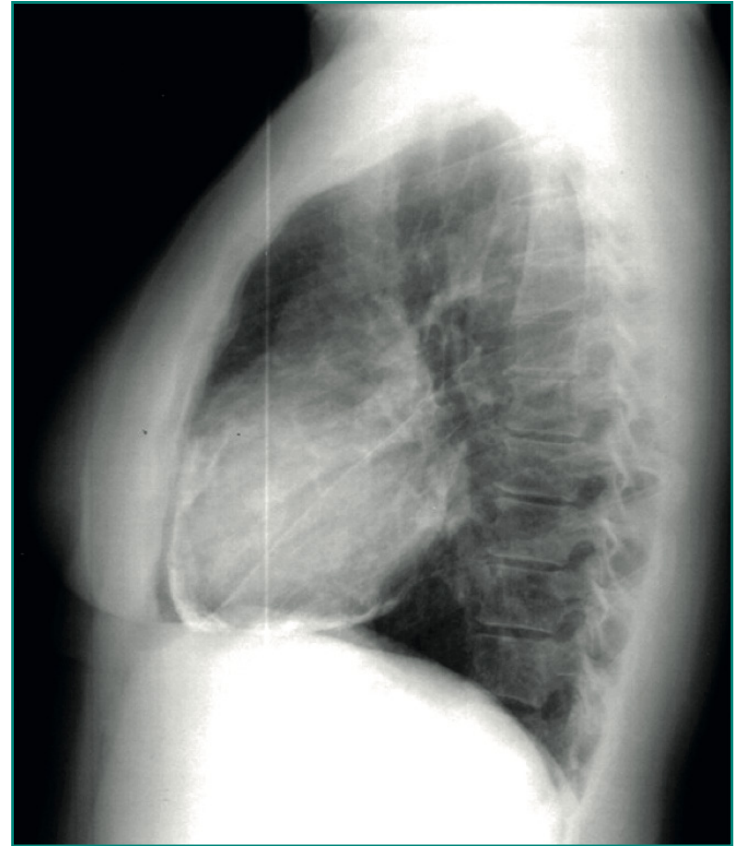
La imagen muestra la proyección lateral de una radiografía simple de tórax donde se observa el pericardio calcificado alrededor del corazón, hallazgo que se puede observar en los pacientes con pericarditis constrictiva.
